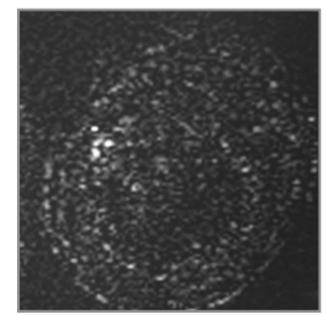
MRT, SWI-Bild einer Fleischwurst.
